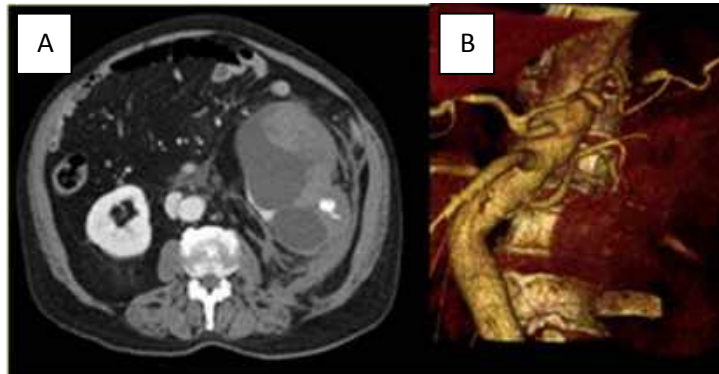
Hematoma renal subcapsular de 25 x 10 x 10 cm con foco de sangrado activo con quistes complicados. 1B. Angio-TC: focos de sangrado activo en la arteria renal accesoria izquierda y la rama segmentaria de la arteria renal principal izquierda.
